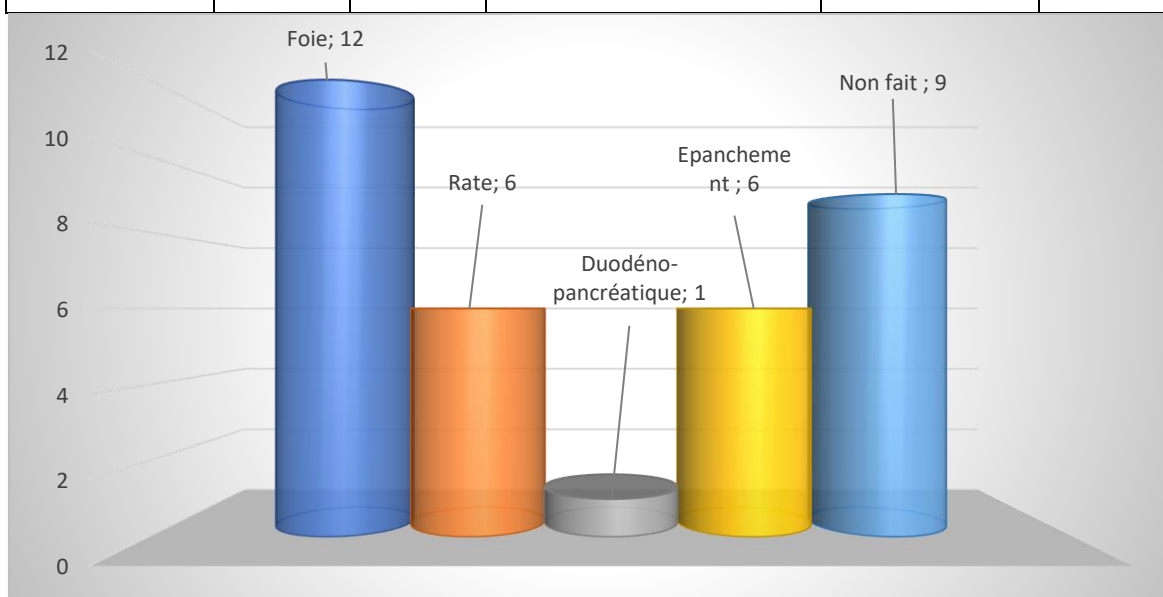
Répartition des lésions organiques identifiées par TDM abdominale
